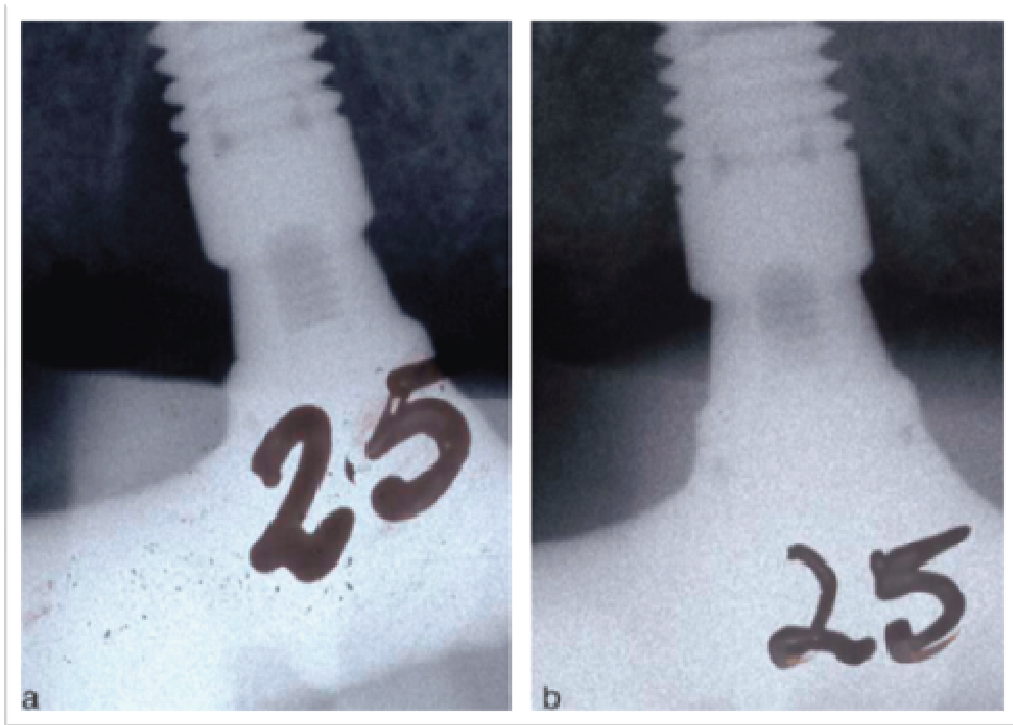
Radiografia inicial demonstrando perda óssea periimplantar em a, e em b, radiografia após um ano, demonstrando formação óssea no defeito.
